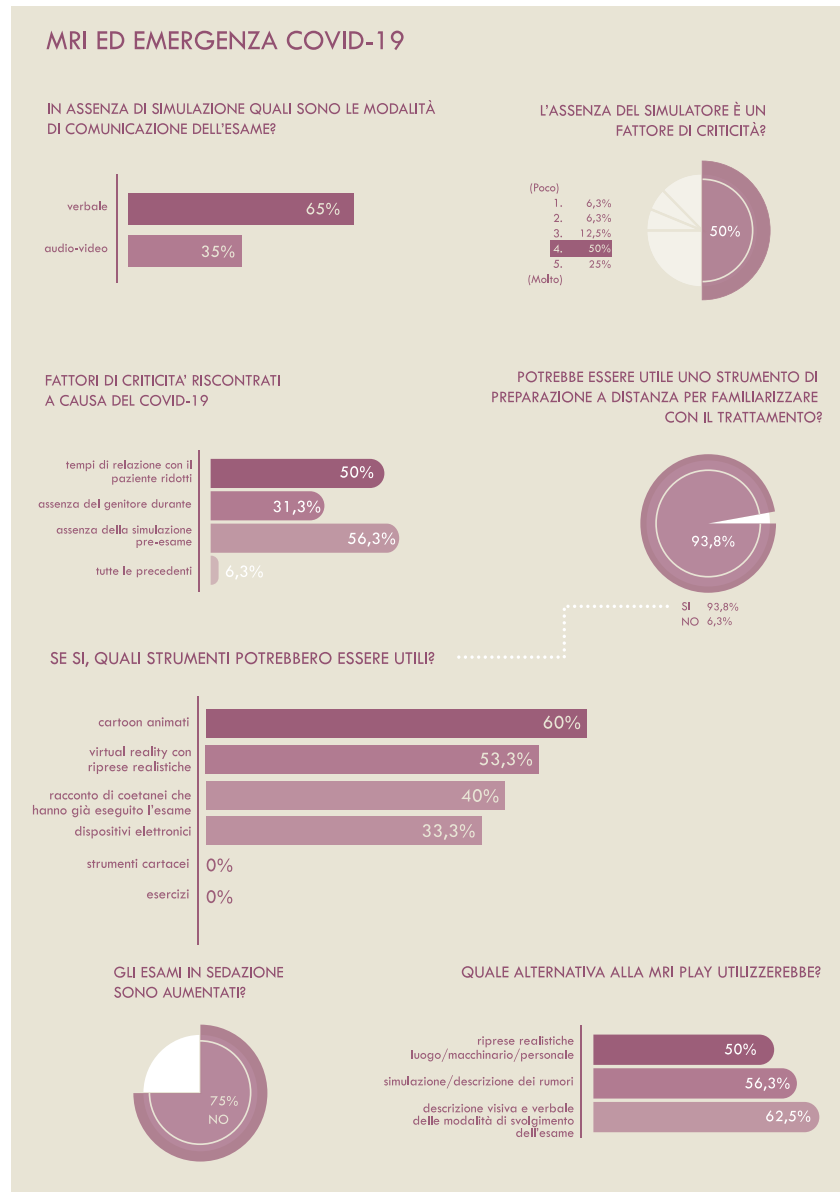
Risultati relativi alle procedure MRI durante lo stato di emergenza Covid-19.
